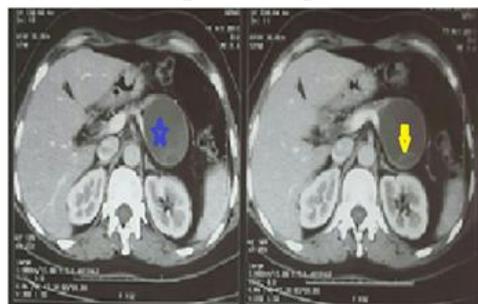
TDM abdominale : coupe axiale montrant un pancréas atrophique avec lésion kystique de la queue pancréas (étoile bleue), mesurant 56 × 68 × 48 mm, bien limitée à paroi régulière de contours réguliers et de densité liquidienne, siège de cloison en son sein (flèche jaune)
